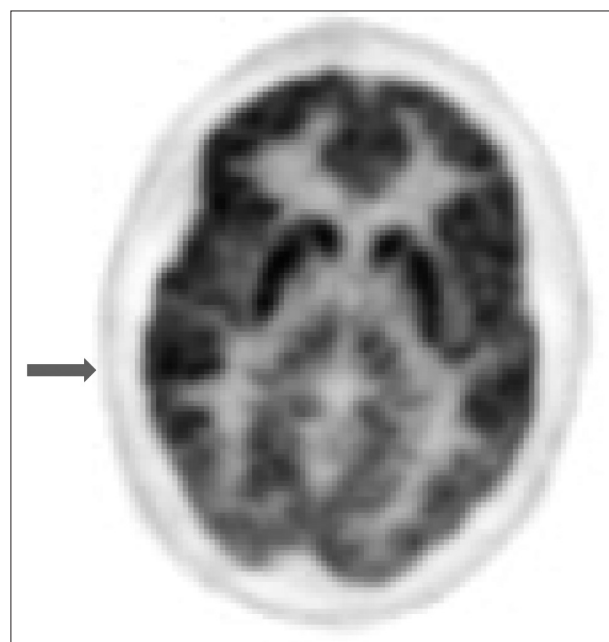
SPECT image on hospital day 9. Mildly decreased perfusion of right frontal & temporal cortex.
